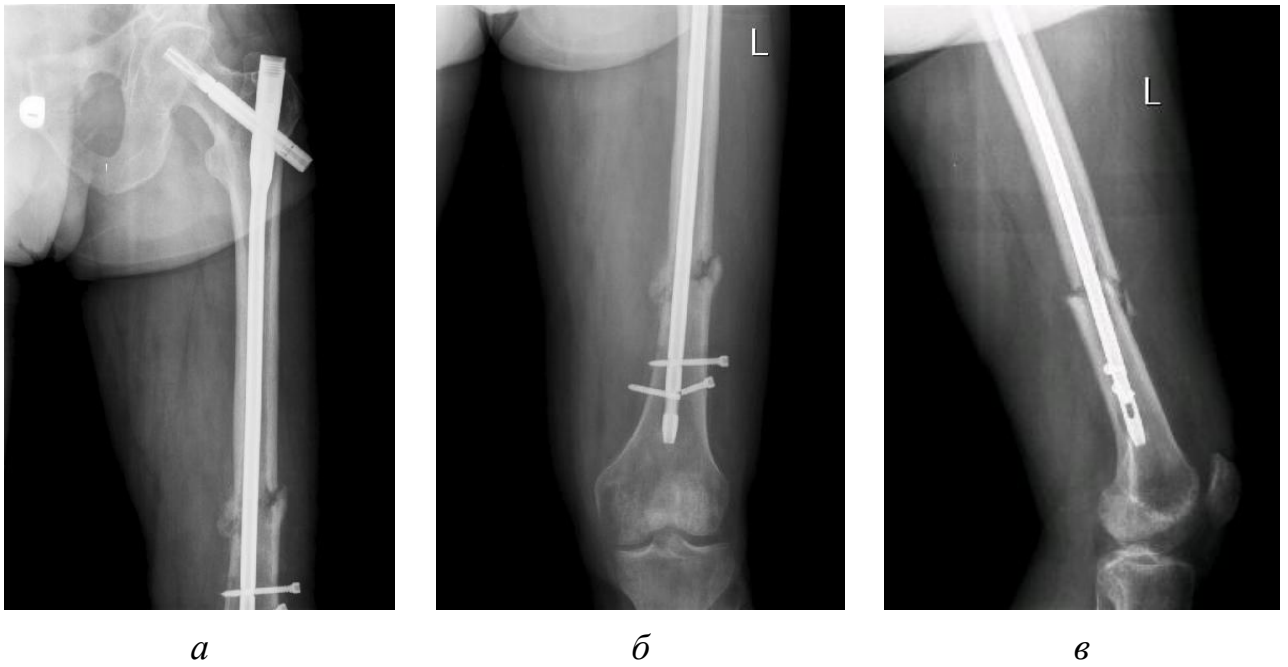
Рентгенограммы пациента С. при поступлении в клинику ВТО.
